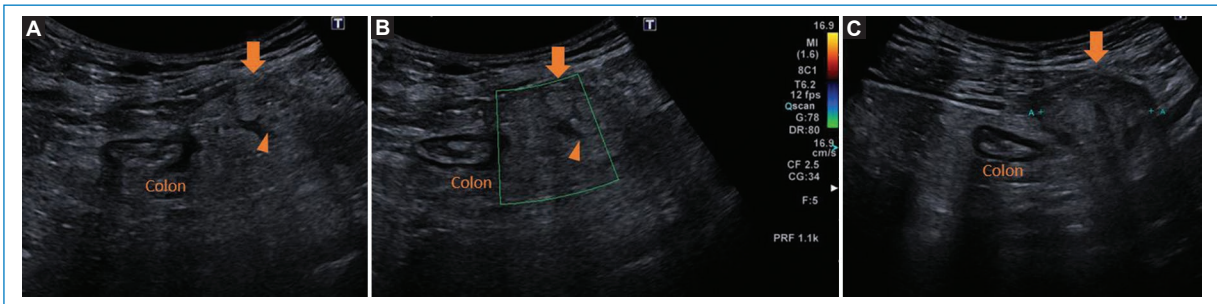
Varón de 48 años que acude a urgencias por dolor agudo en fosa ilíaca izquierda, sin fiebre, náuseas ni vómitos. A-C: se realizó una ecografía cuyos hallazgos fueron una imagen hiperecogénica no compresible (flechas) sin vascularización interna (B) y con una fina línea hipoeicoica en su interior (cabeza de flecha), cuyo diagnóstico fue de apendagitis epiploica.
